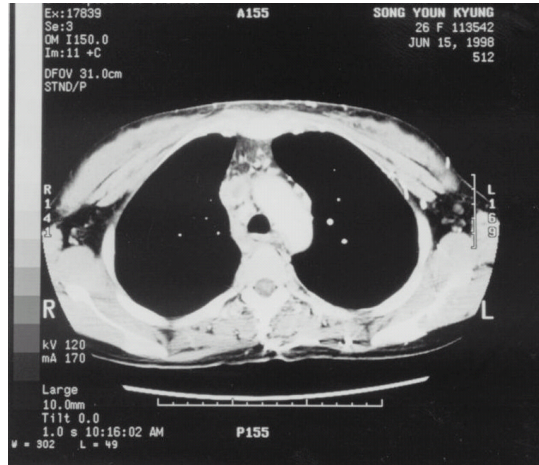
A chest CT, with contrast enhancement, shows a thrombosis in the superior vena cava, proximal brachiocephalic vein and azygous arch.
